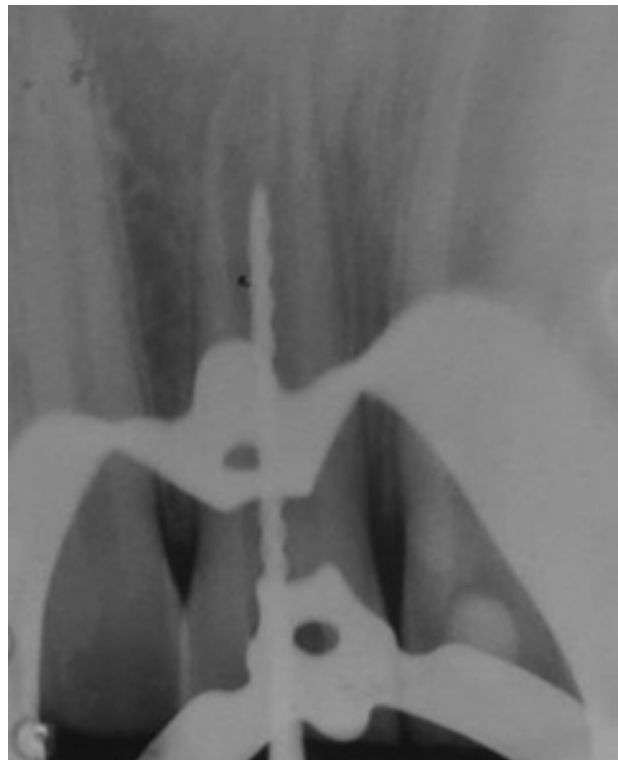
Radiografia pericapical da odontometria (11).
